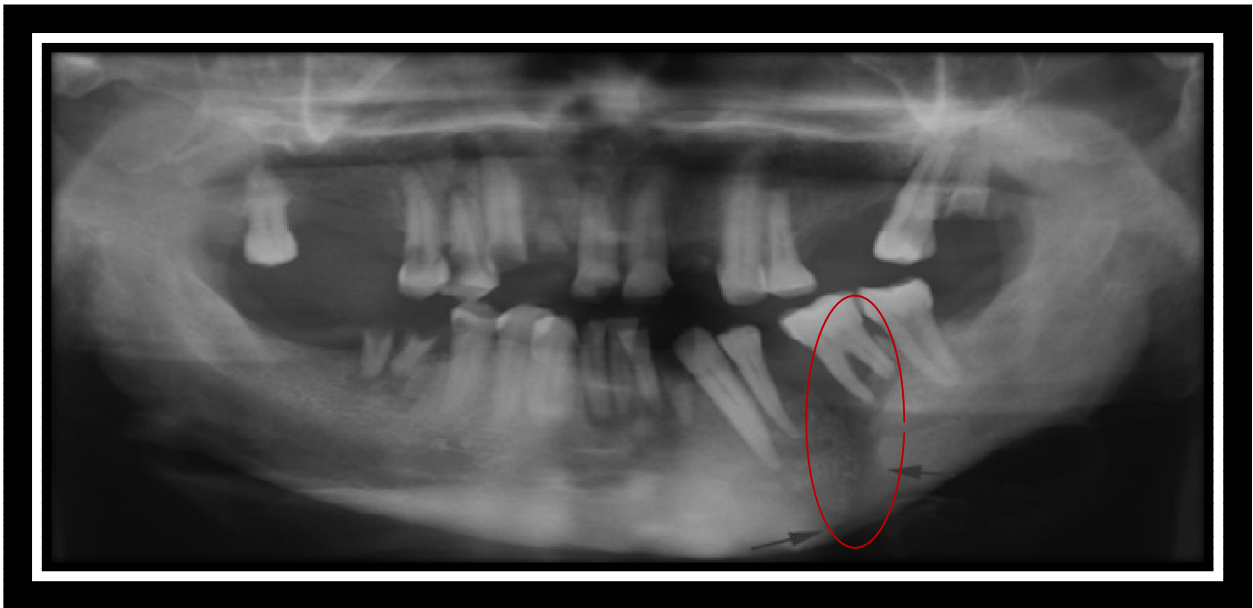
Radiografía panorámica donde se observa el compromiso del cuerpo mandibular y la presencia de secuestro óseo.
